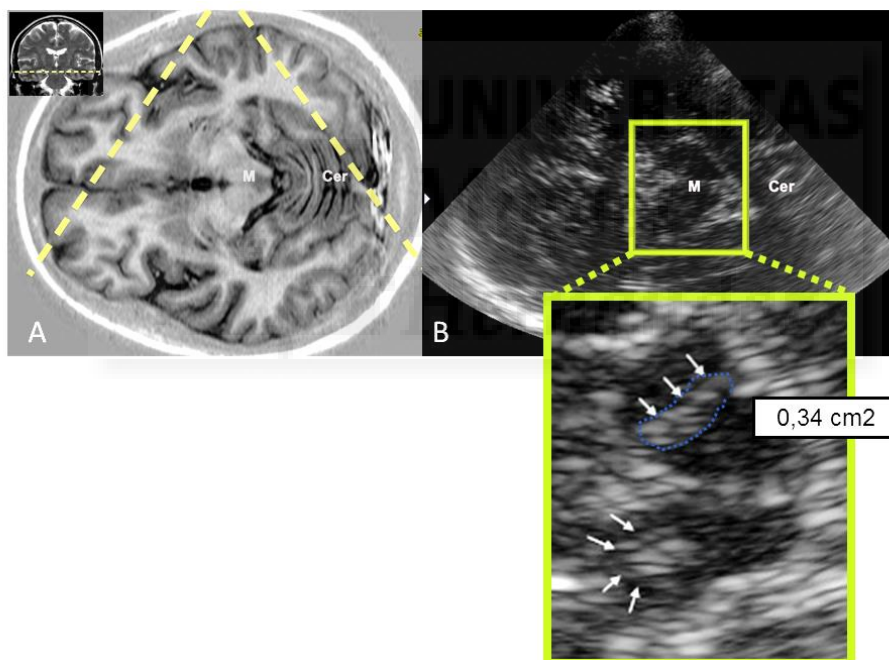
Ejemplo de medición planimétrica de la sustancia negra en un paciente con enfermedad de Parkinson. Se muestra el plano de corte mesencefálico correspondiente en resonancia (A) y en la ecografía transcraneal (B). Se amplía la imagen correspondiente del mesencéfalo y la delimitación del área correspondiente a la sustancia negra ipsilateral (flechas). M: mesencéfalo. Cer:cerebelo
